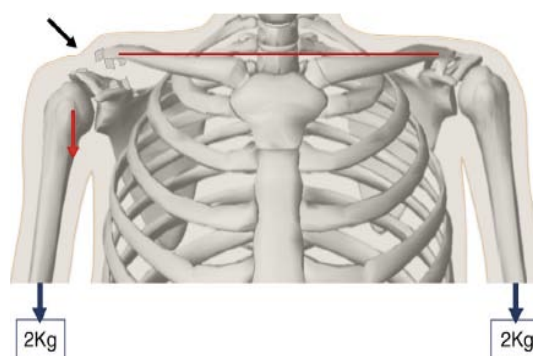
Radiografía anteroposterior con estrés<sup>14</sup>.
